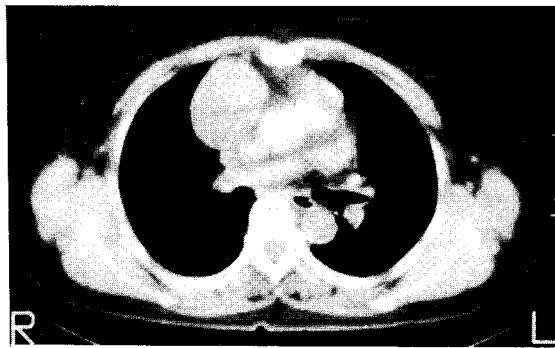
CT scan shows well defined round homogenous mass with low attenuation in the anterior mediastinum. By this lesion, ascending aorta is displaced medially, and superior vena cava is posteriorly.
